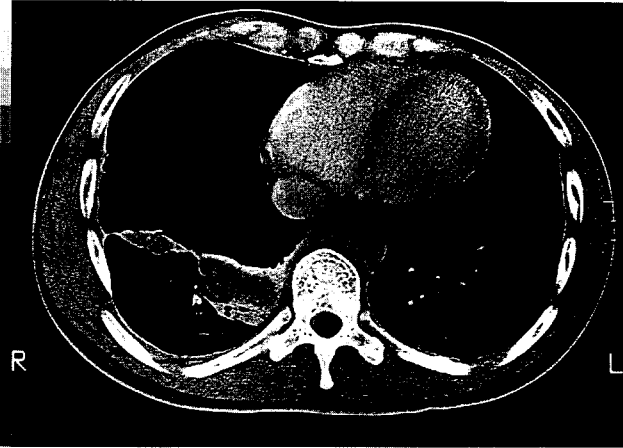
Chest computed tomography at 24th day after trauma
